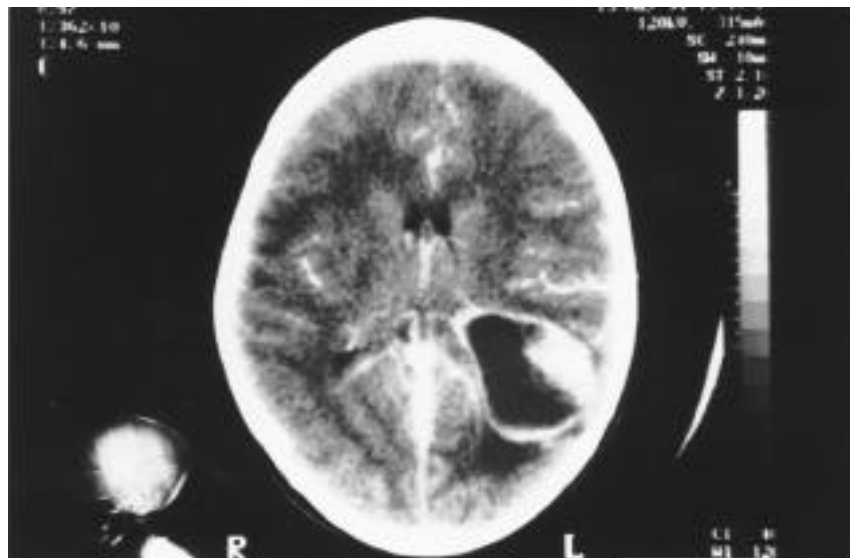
TAC craneal del endimoma hemisférico.
